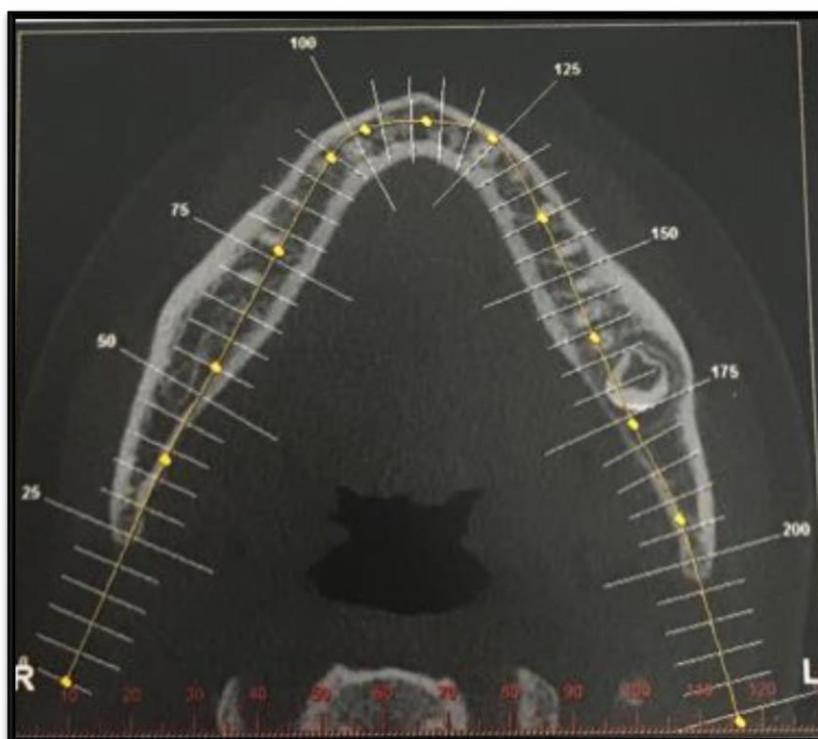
Tomografia computadorizada imagem axial.
